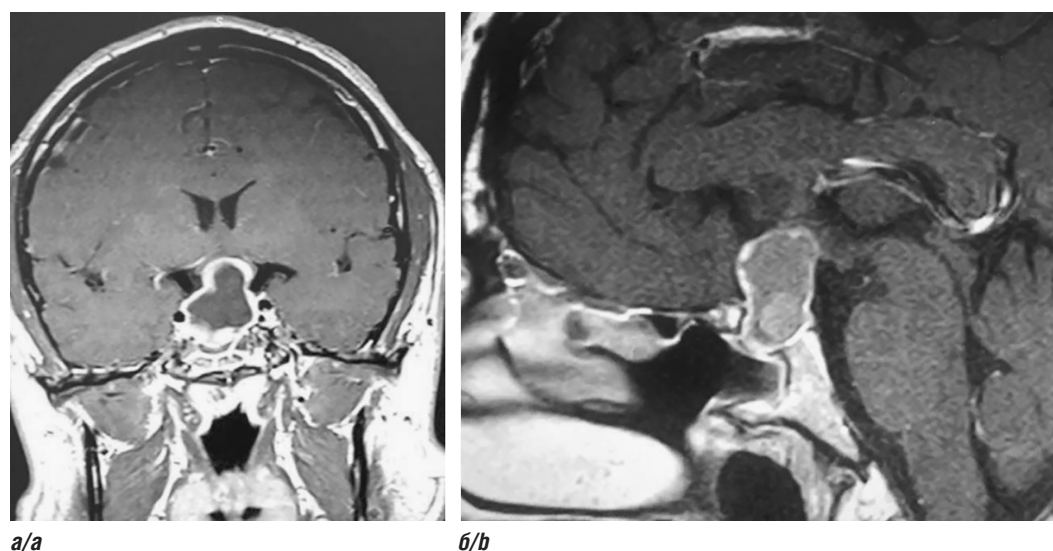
МРТ пациента с эпидермоидной кистой — фронтальный (*a*) и сагиттальный (*б*) срезы, T1-ВИ [1]
